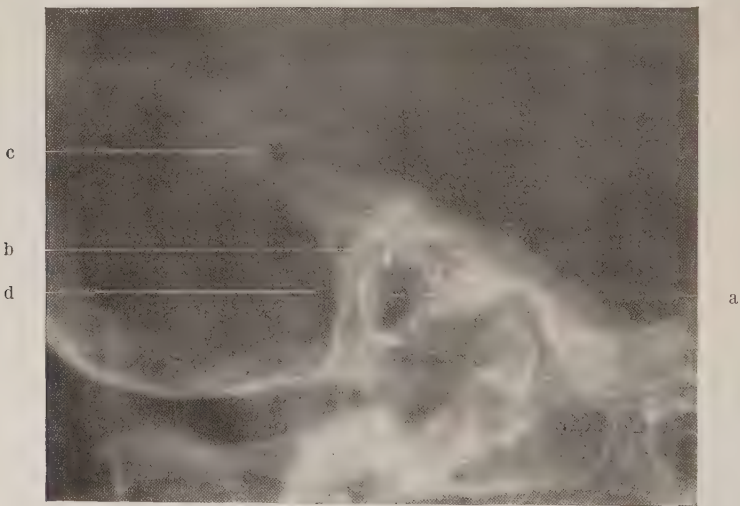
Röntgenbild eines nichtpneumatisierten Warzenfortsatzes (s. Text). a = äußerer Gehörgang. b = Warzenfortsatz. c = einzelne Zelle hinten oben. d = Sinus sigmoideus.
